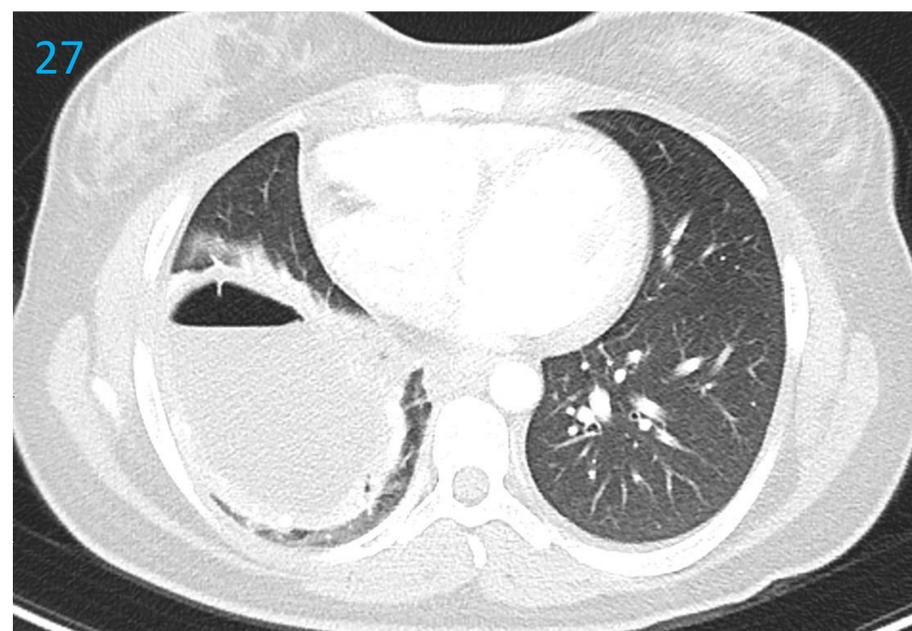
(TC tórax con civ corte axial, coronal y sagital) cavidad con nivel hidroaéreo basal derecha.
